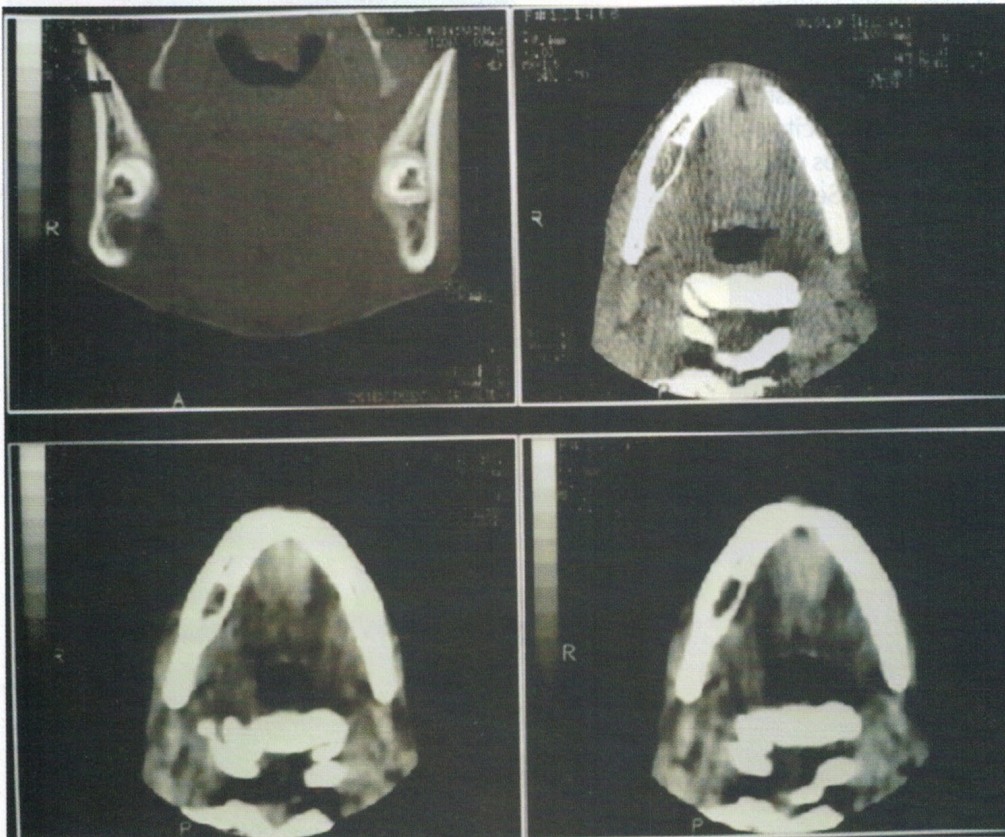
Tomografía axial computada.
